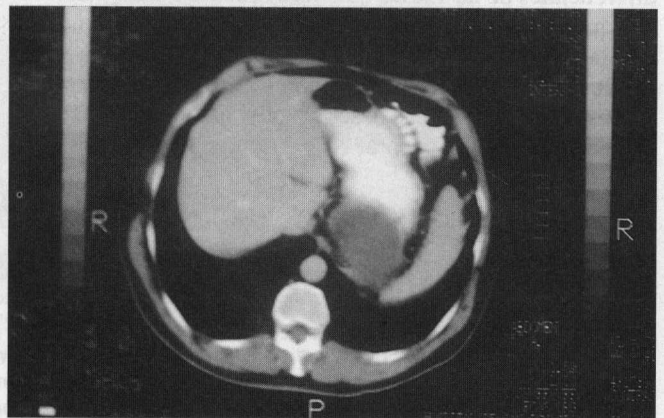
CT helicoidal del abdomen que muestra masa quística en estrecha relación con la cola del páncreas y la pared posterior del estómago.
